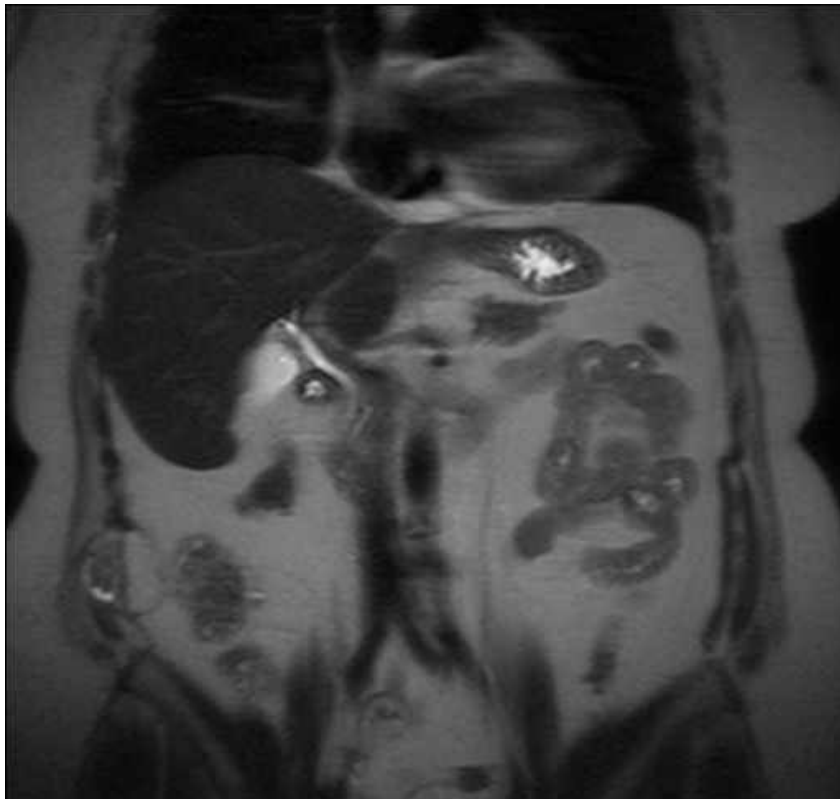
Resonancia magnética con múltiples metástasis.
